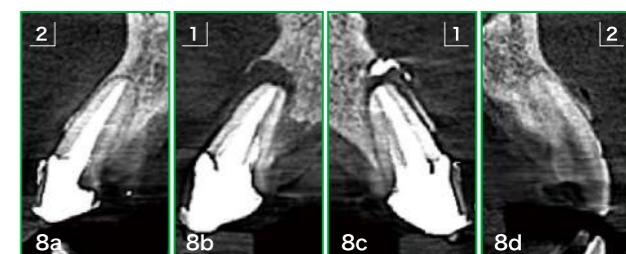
2|1の唇舌側におけるCT断面。従来のX線診査では決して見られない断面である。
